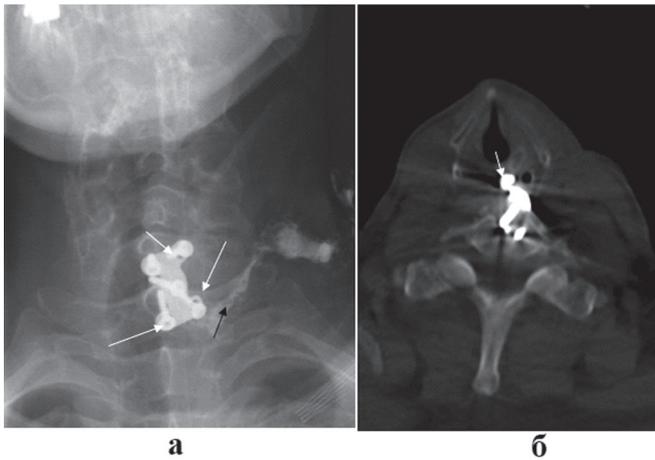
Дефект установки фиксирующей пластины у пациента с перфорацией пищевода дислоцировавшимся винтом: а) рентгенограмма шейного отдела позвоночника в прямой проекции с рентгеноконтрастным исследованием пищевода жидкой бариевой взвесью. Видно вытекание контрастного вещества за пределы пищевода через наружный пищеводно-шейный свищ (черная стрелка). Отсутствует ориентация винтов в пластине под заданным углом (белая стрелка). Это привело к перекосу головок винтов, неплотному прилеганию к пластине и формированию пролежня пищевода; б) компьютерная томография шейного отдела позвоночника в аксиальной проекции. Определяется дислоцировавшийся винт, послуживший причиной повреждения стенки пищевода (белая стрелка).
